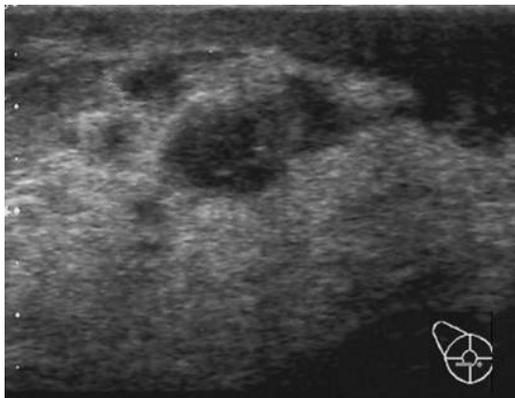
乳房超音波検査では，右乳腺中心部領域に14×6mmの形状不整な低エコー腫瘍を認めた。内部に石灰化を有し，前方境界線の断裂，ハローを伴っていた。
